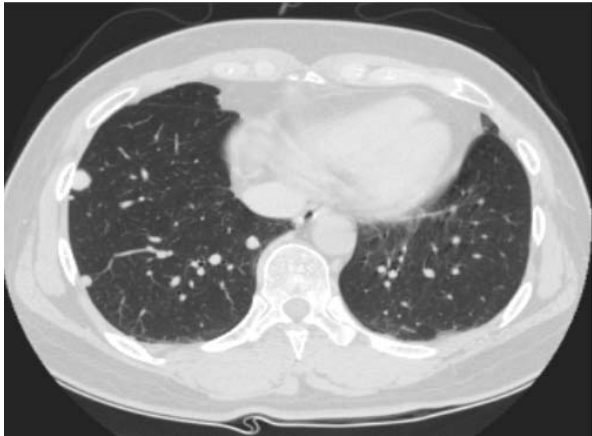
Chest CT scan shows decreased size of nodules on the both lungs after 6 years follow up.
